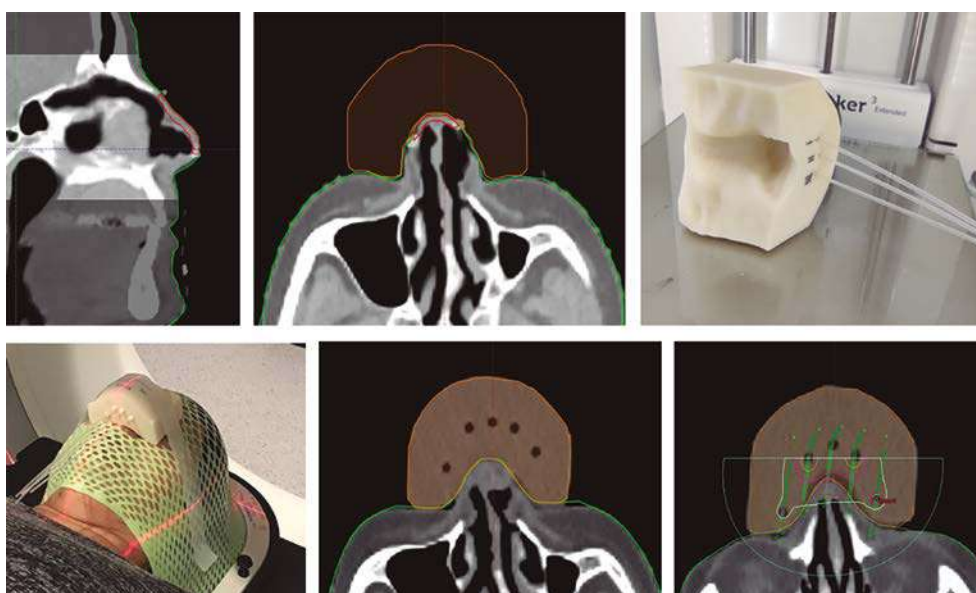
Delimitación del PTV con marcas radiopacas en el TAC. Diseño del molde personalizado mediante el programa de contorno. Impresión 3D del molde con los canales para los catéteres incorporados. Imagen de la TC con el molde impreso colocado. Dosimetría definitiva.
